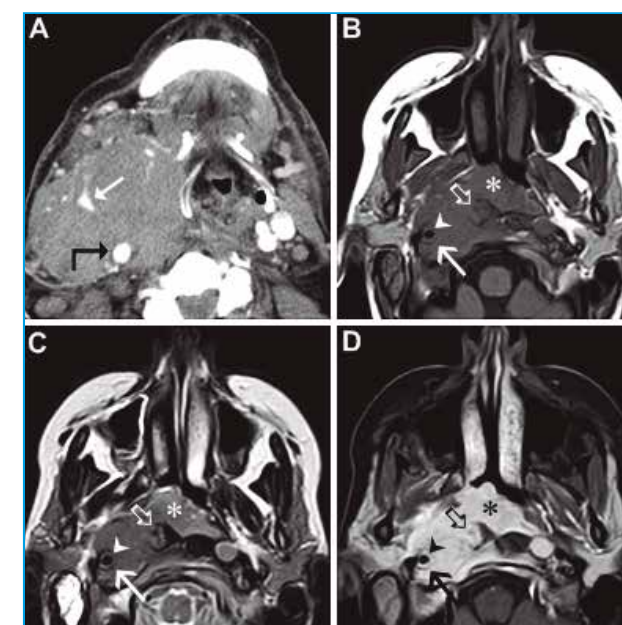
Corte axial de TC de cuello (A), realizado con contraste intravenoso, de un varón de 57 años de edad con un carcinoma escamoso de hipofaringe que daba origen a un gran conglomerado ganglionar que englobaba completamente la vena yugular interna (flecha recta) y la arteria carótida común (flecha curva). RM de cuello en varón de 39 años de edad con un extenso carcinoma epidermoide de cavum (estrella) que invade el músculo largo de la cabeza (flecha corta hueca) y voluminosas adenopatías retrofaringeas derechas que engloban la arteria carótida interna (flecha larga). Cortes axiales en secuencias T1 previo a la administración de contraste paramagnético (B), T2 (C) y T1 con gadolinio intravenoso (D), que demuestran invasión de la pared arterial por tejido tumoral (cabeza de flecha), que cambia la señal normal y realza tras la administración de contraste. Se aprecian pequeñas adenopatías retrofaringeas contralaterales.
